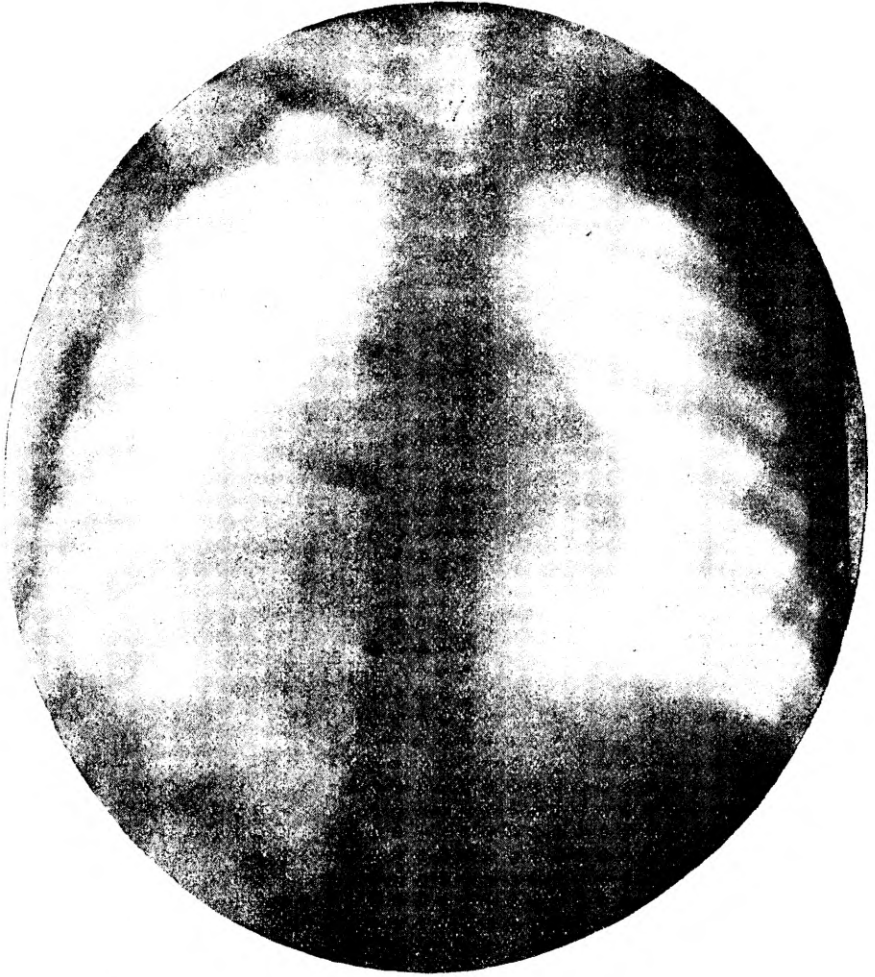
№ 24. Рентгенограмма сердца (видъ сзади) у 8-лѣтняго мальчика Лени, страдающаго врожденнымъ порокомъ сердца. Положеніе сердца — болѣе поперечное къ оси тѣла. Трубка была расположена соотвѣтственно средней линіи тѣла.
